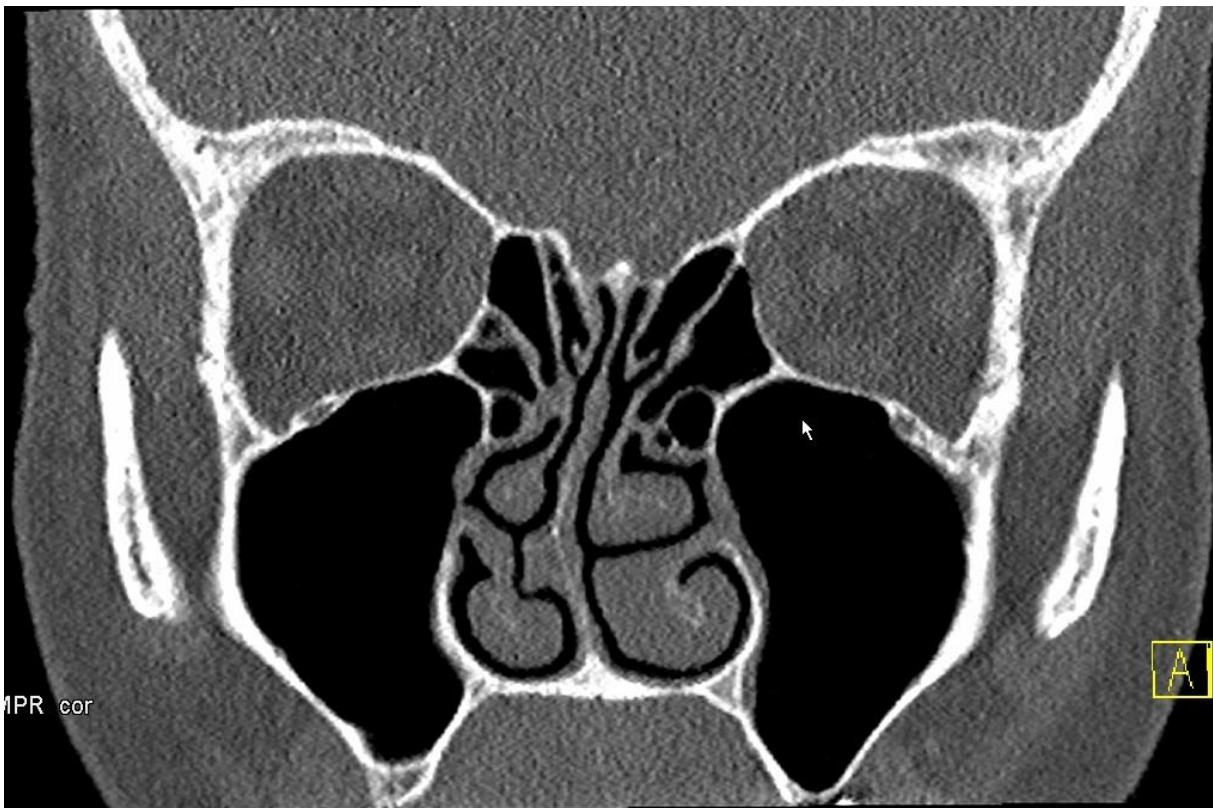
Koronare Computertomographie der Nasennebenhöhlen. Es zeigen sich eine Nasenseptumdeviation und vergrößerte untere Nasenmuschel beidseits.
